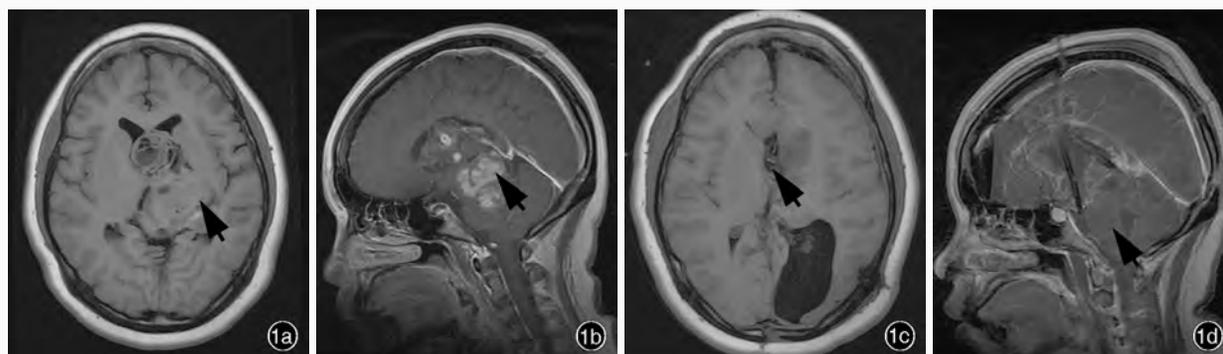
女性患者, 23 岁。主因头晕、头痛, 恶心、呕吐, 右侧肢体无力并逐渐加重 8 余年, 头痛加重 1 个月入院。MRI 显示肿瘤累及脑室、脑干、松果体区、鞍区, 分两次手术切除, 第一次采取左侧 Poppen 入路, 切除松果体区、脑干旁、侧脑室内部分肿瘤, 5 个月后行第二次手术, 经纵裂胼胝体前部入路, 将左侧侧脑室内、透明隔区、左侧丘脑、左侧基底节区肿瘤全切除, 下丘脑部位有少量残留 1a 术前横断面 T₁WI 显示脑室内透明隔区囊实性病变, 累及丘脑(箭头所示) 1b 术前矢状位 T₁WI 增强扫描显示病灶同时累及脑干(箭头所示) 1c 术后第一天横断面 T₁WI 显示脑室内肿瘤已切除(箭头所示) 1d 术后第一天矢状位 T₁WI 增强扫描显示脑干肿瘤于第一次手术已切除(箭头所示)
